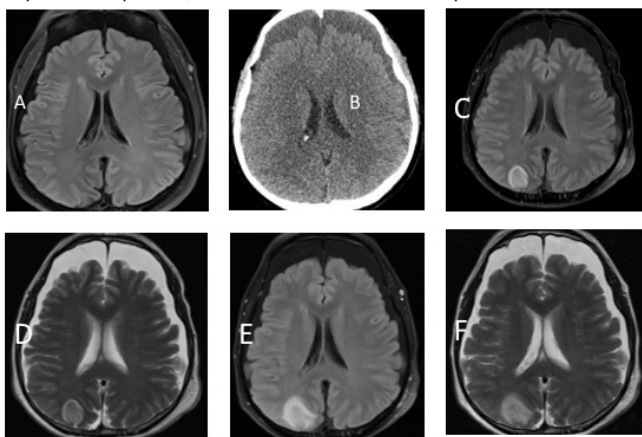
día 1 (RNM): Espacio subaracnoideo prominente a nivel supra e infratentorial. Lesión de aspecto secuelar en la región inferior del hemisferio cerebeloso izquierdo. No observo lesiones parenquimatosas cerebrales definidas. Figura 1B: día 6 (TAC): Aumento de amplitud del espacio subaracnoideo cortical y de las cisternas de la base. Sistema ventricular supra e infratentorial de amplitud conservada. No se observan evidencias de HSA ni colecciones yuxtadurales. Par uima cerebral y tronco enc lo de densidad conservada. Lesión secuelar en hemisferio cerebeloso izquierdo, sin variaciones. Figura 1C/1D: día 17 (RNM): Lesión orticosubcortical occipital derecha con alta señal T2/FLAIR, baja señal T1, sin restricción de la difusión el agua con excepción el parénquima ady.
